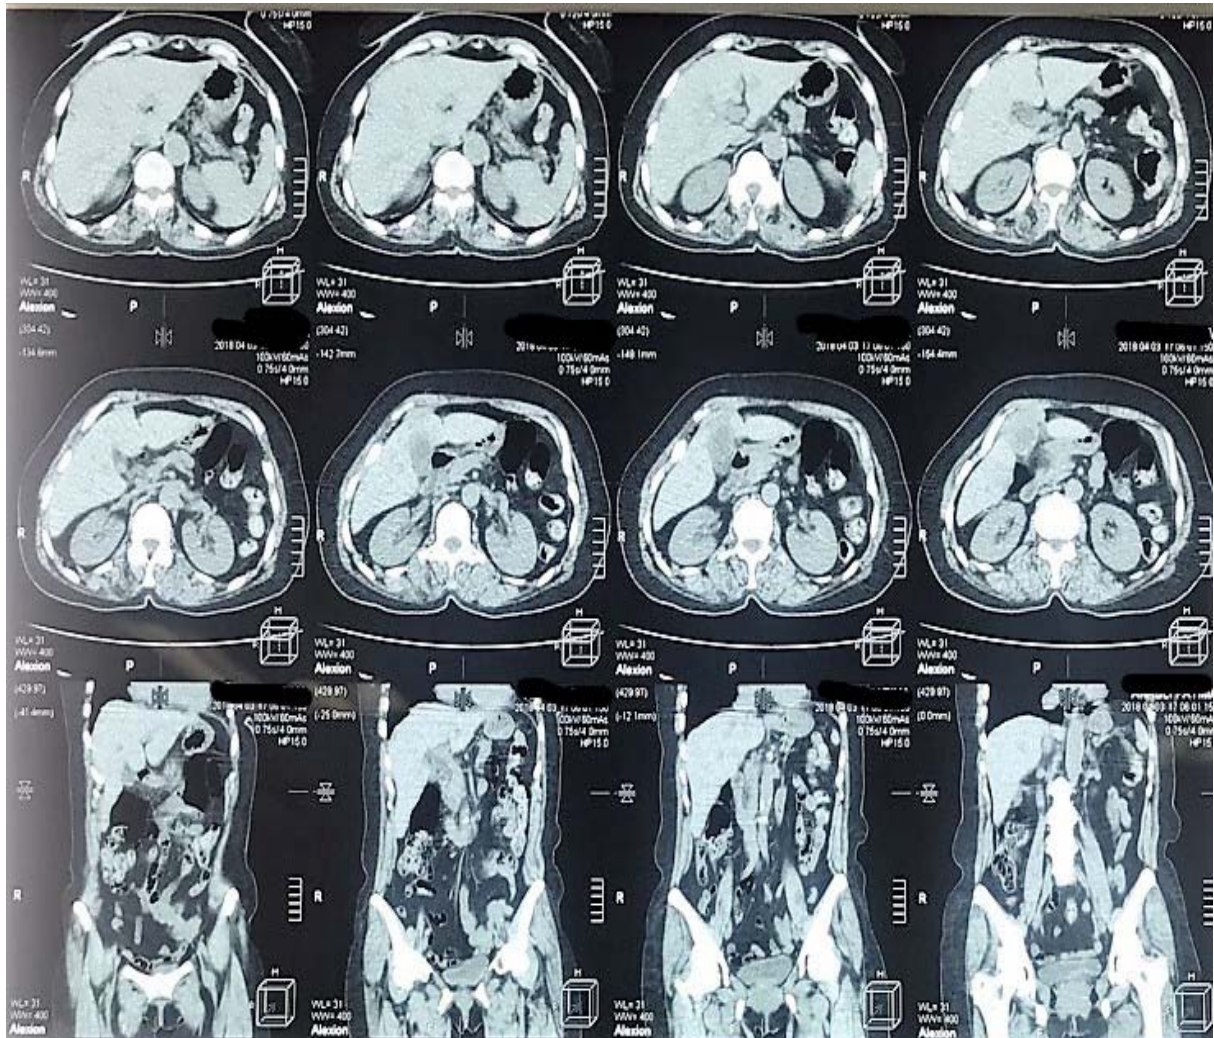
TDM abdominale d'un patient de notre série objectivant un épaississement du moignon vésiculaire d'allure tumorale siège de microlithiases en rapport avec une tumeur des voies biliaires
